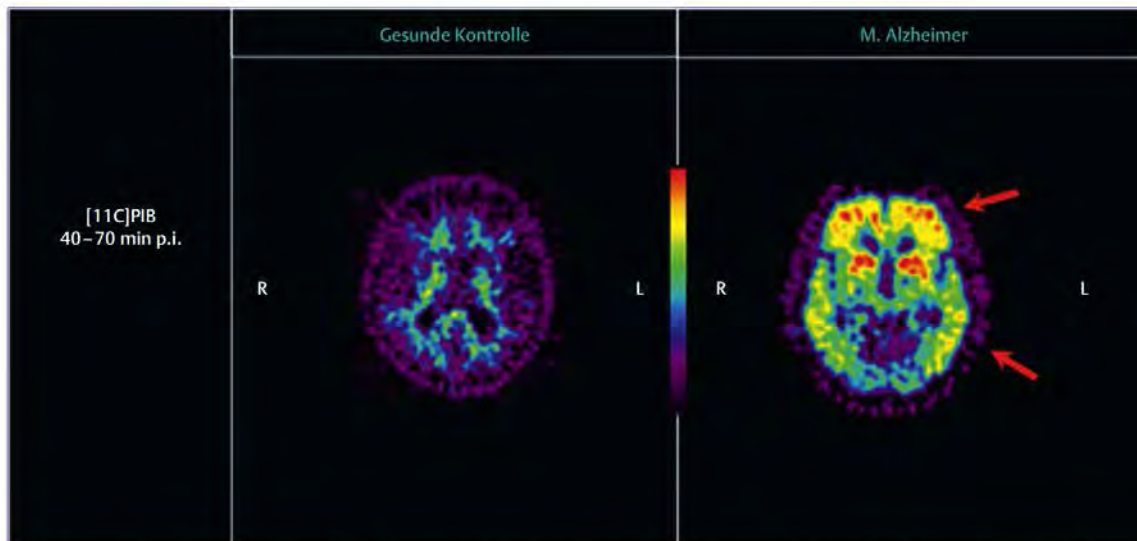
Amyloid-PET-Scan mit dem Tracer $[^{11}\text{C}]\text{PiB}$ bei einer gesunden Kontrollperson (links) und einem Patienten mit der Alzheimer-Demenz (rechts). Hoher Tracer-Uptake als Hinweis auf Amyloid-Ablagerung markiert mit roten Pfeilen.
